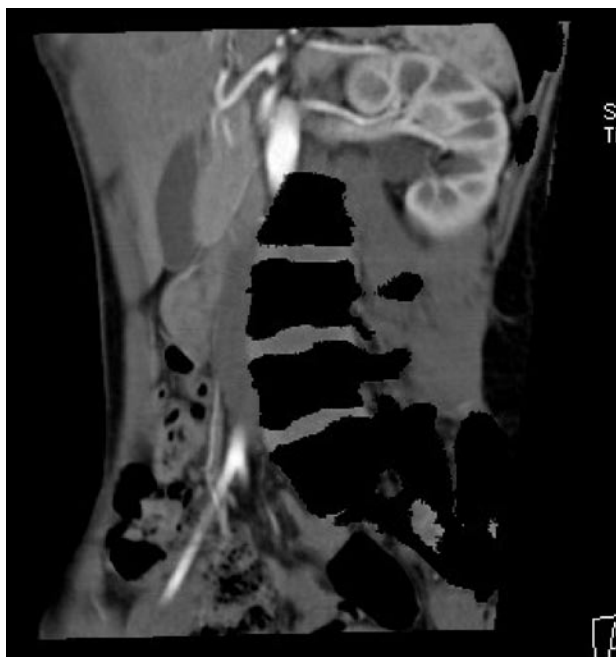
Angio-TAC donde se observa la relación de los vasos con la EUPU.
